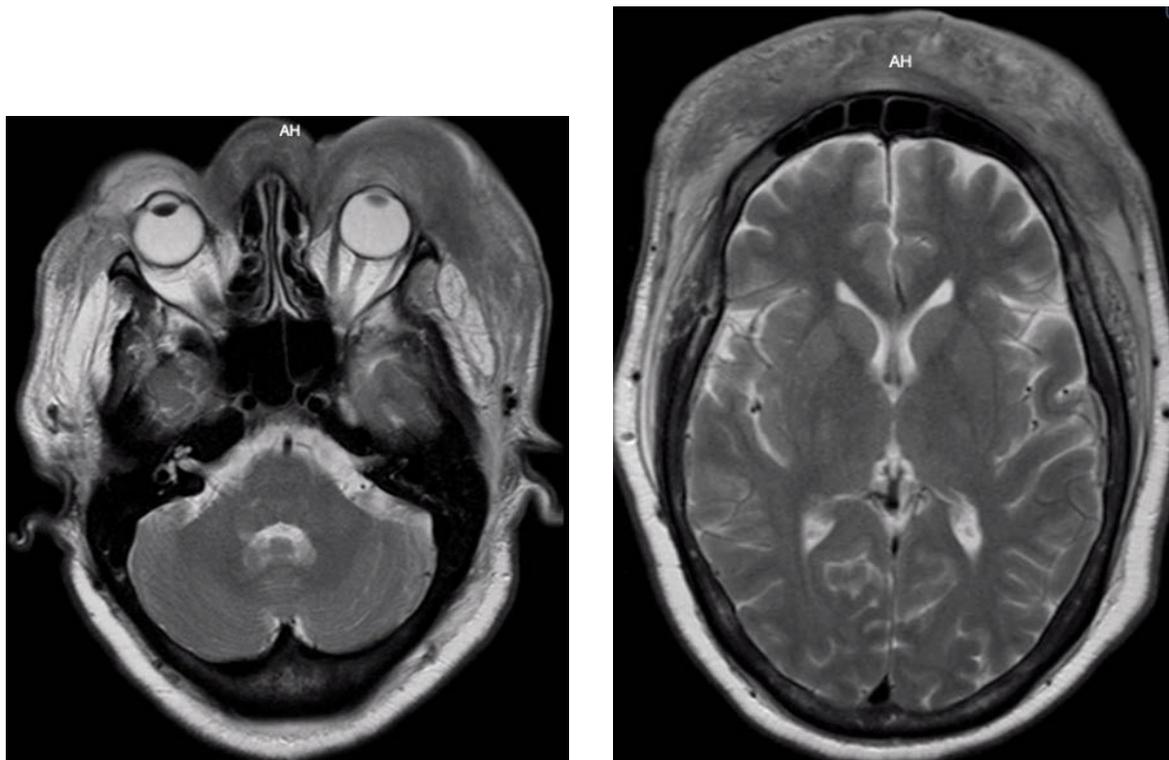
Cortes axiales de una resonancia potenciada en T2. Se observa aumento del grosor, alteración de la morfología y señal de intensidad de los tejidos blandos periorbitarios izquierdos y prefrontales bilaterales, sin identificación de lesiones de la tabla ósea, meninges ni encéfalo en los cortes aportados.
